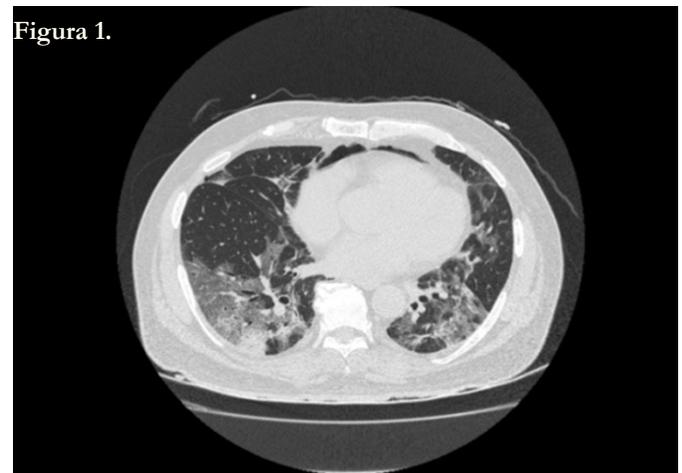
Tomografía de tórax de alta resolución: ventana pulmonar. Imágenes en vidrio esmerilado que compromete lóbulo inferior y superior de predominio periférico. Neumomediastino que compromete mediastino anterior y medio.
